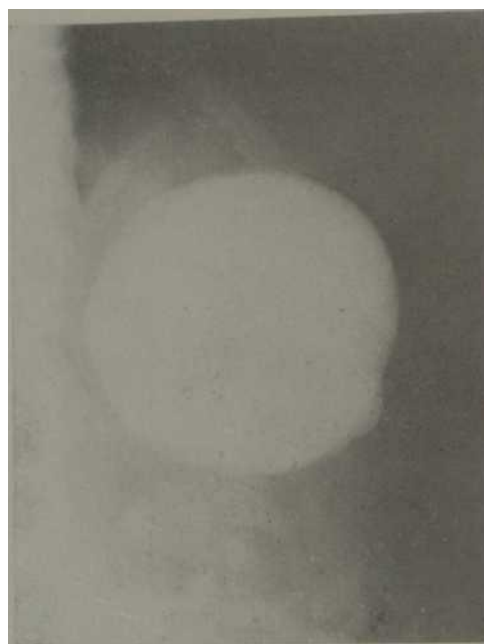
Radiografía contrastada del quiste. Grueso quiste del polo superior del riñón izquierdo.
